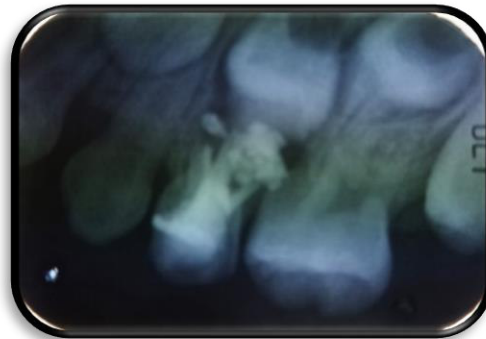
Imagen radiopaca a nivel de cámara y conductos de pieza 64 compatible con material de obturación de tratamiento pulpar "pulpectomía" y restauración, imagen radiopaca a nivel periapical compatible con sobreobturacion.
